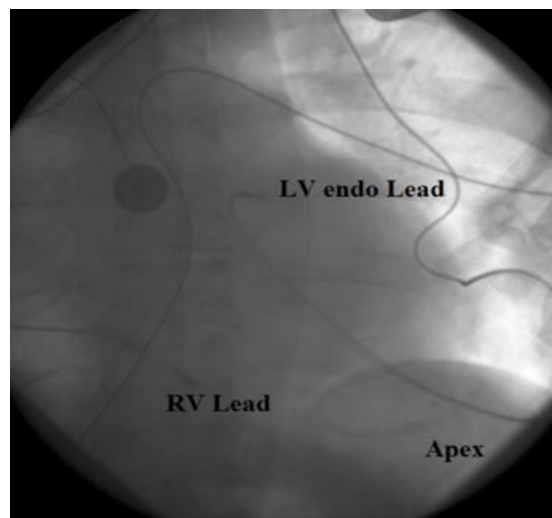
Рентгенографія пункції верхівки лівого шлуночка. Лівостороння торакотомія. Кінчик голки для пункції ЛШ вказано стрілкою. Електрод в порожнину лівого шлуночка вводиться за технікою Сельдингера. Введення електрода з активною фіксацією через верхівку ЛШ.
